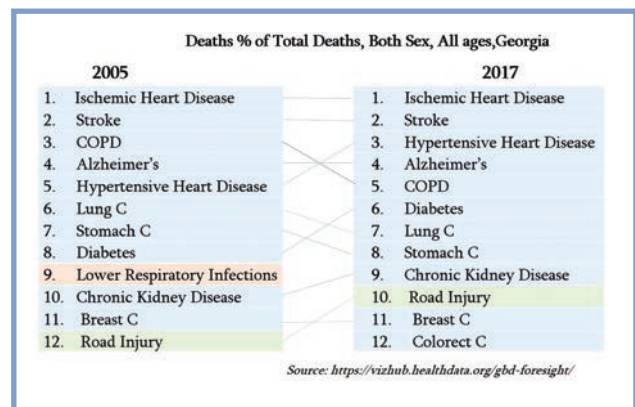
Лидирующие причины смерти в Грузии в 2005 и 2017 г.
